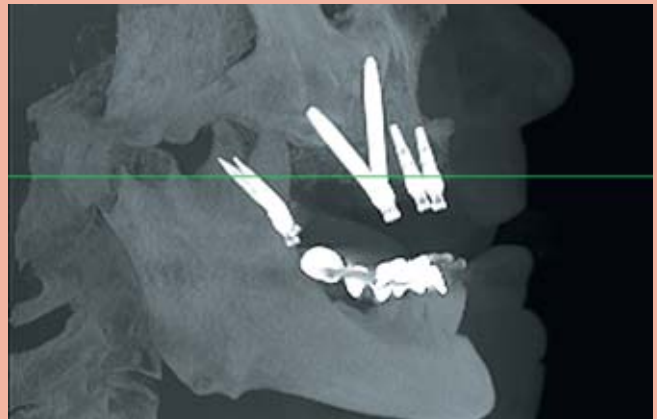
Sagittale Rekonstruktion aus der digitalen Volumentomografie
